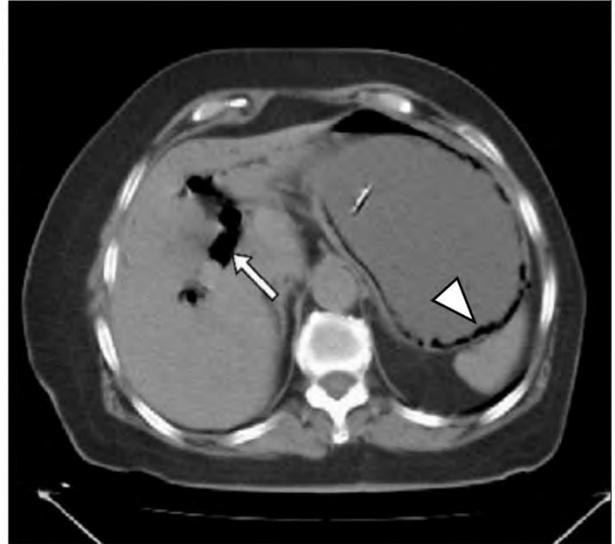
Tomografía Axial computarizada con enfisema gástrico (punta de flecha) y neumatosis portal (flecha).
